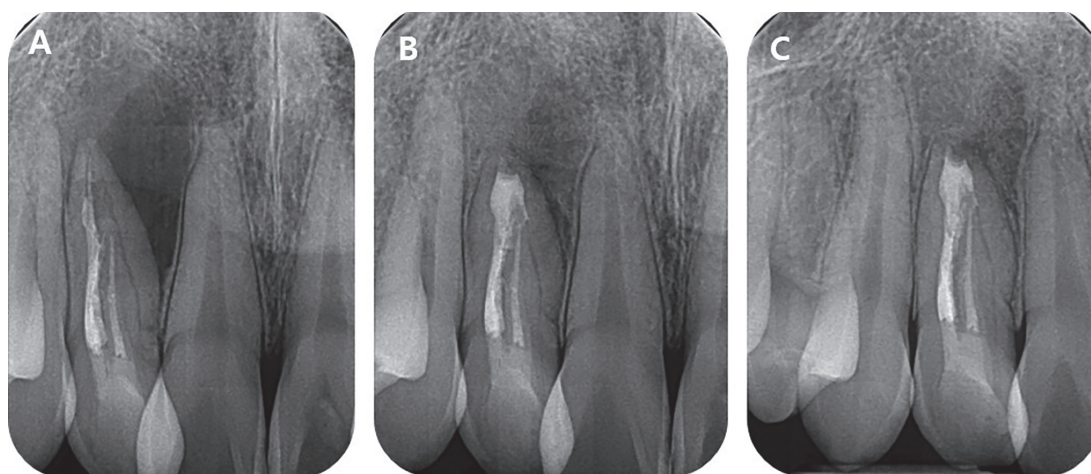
Periradicular surgery of maxillary right lateral incisor with Dens invaginatus. (A) Preoperative radiograph. (B) Radiograph of 3 month recall check after periapical surgery. (C) Radiograph of 6 month recall check after periapical surgery.
